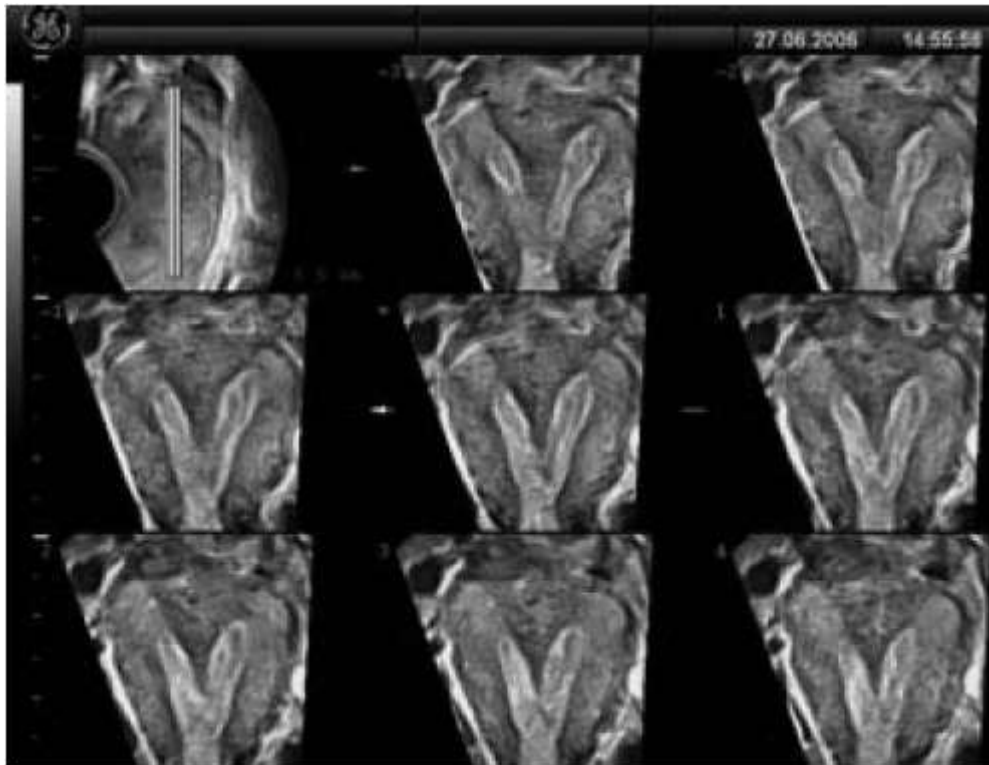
Utérus cloisonné en échographie 3D : U2b C0 V0 [5]
